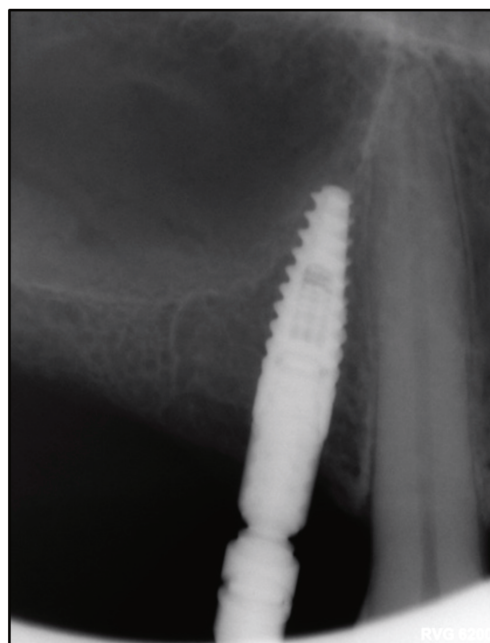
Radiographie post opératoire de la mise en place de l'implant Straumann® en position 14 (BLT 3.3, 10 mm SLActive®)
